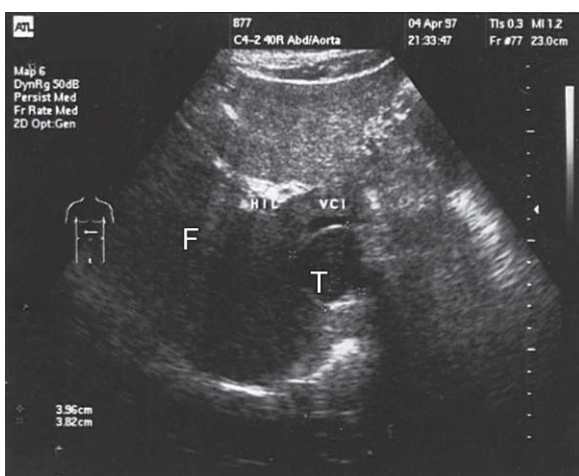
Aspectul ecografic abdominal 1997 (A): formațiune tumorală (T) de 35/38 mm, proiectată la nivelul hilului hepatic; VCI = vena cavă inferioară comprimată în hil hepatic (F = ficat) și 2007 (B): formațiune tumorală situată la pol superior renal drept (R dr. = rinichi drept) 73/67 mm.
